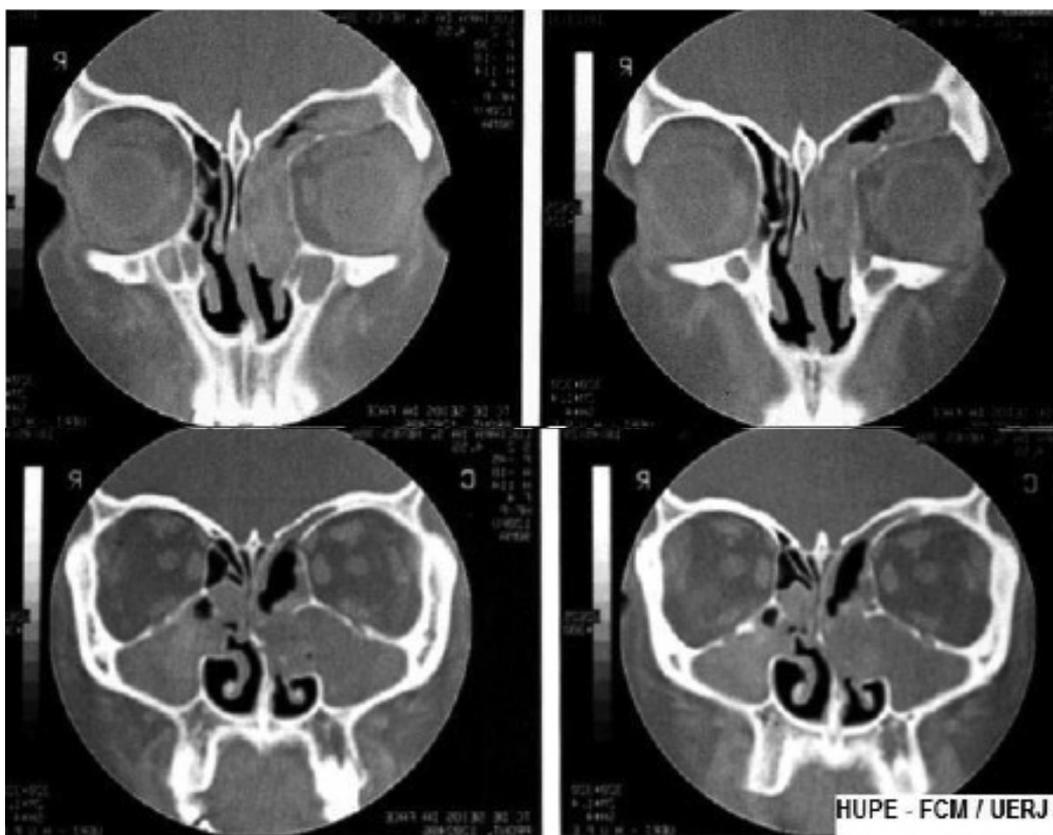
TC DE SEIOS DA FACE INICIAL (SETOR DE ALERGIA E IMUNOLOGIA - HUPE/UERJ).
